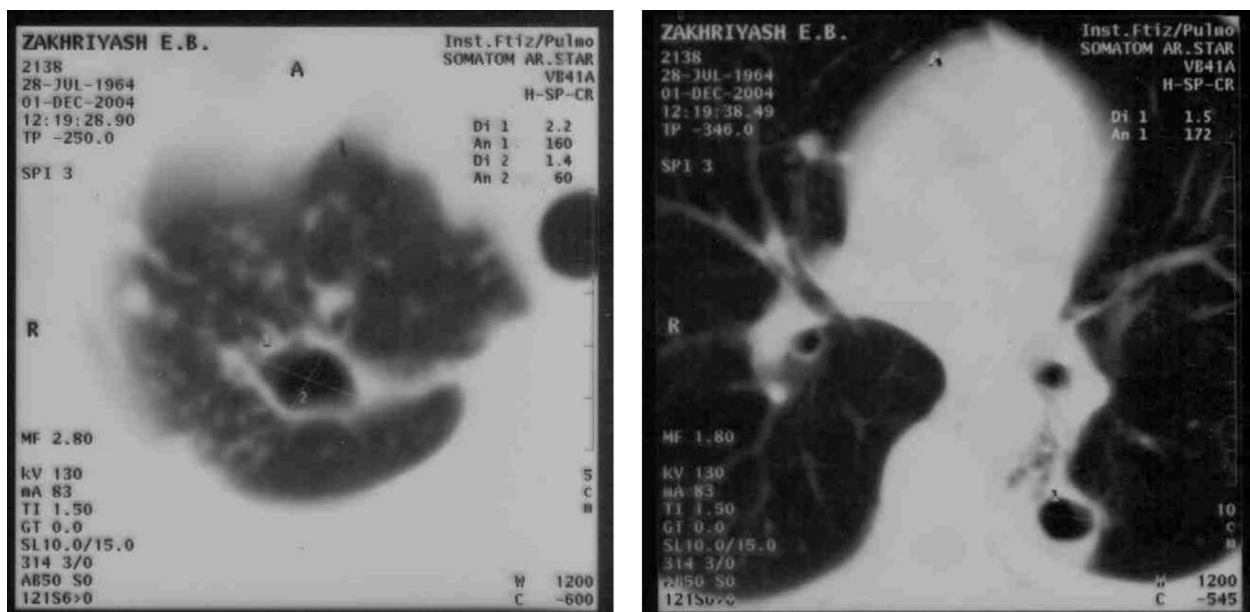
Комп'ютерна томограма хворої З. (№ іст. 2138) до операції
